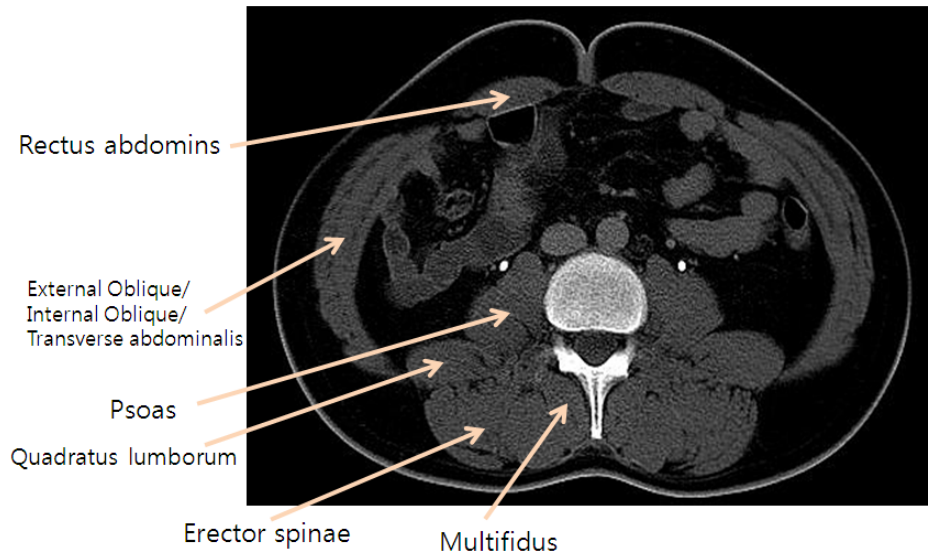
Abdomen computerized tomograph cross section in L3 level
